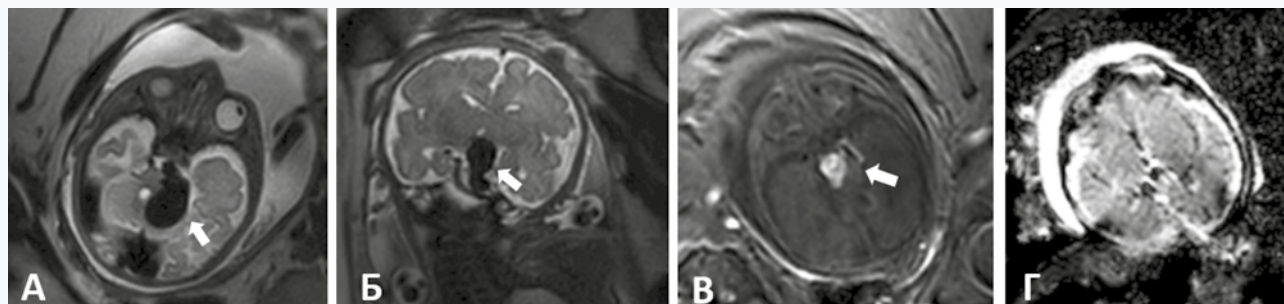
МРТ плода, 30-я нед. гестационного развития. T2-BFFE изображения головного мозга плода в аксиальной (А) и фронтальной (Б) плоскостях. T1-ВИ (В) и ADC-карта (Г) головного мозга плода в аксиальной плоскости. Белой стрелкой отмечена варикозно расширенная дренирующая вена
